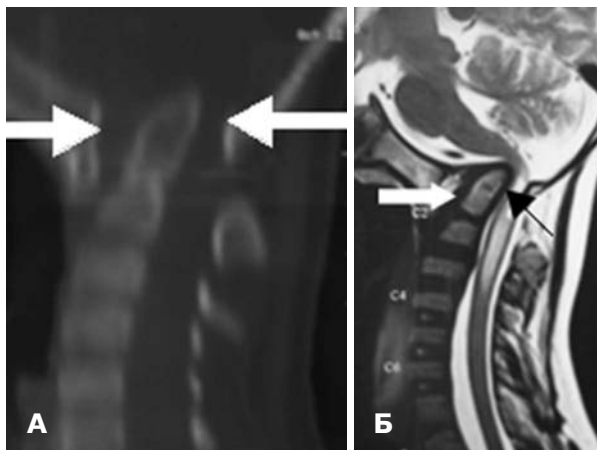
МРТ. А — сагиттальная проекция; Б — сагиттальная проекция в режиме T2WI. Изменение положения зуба C_{II} .
